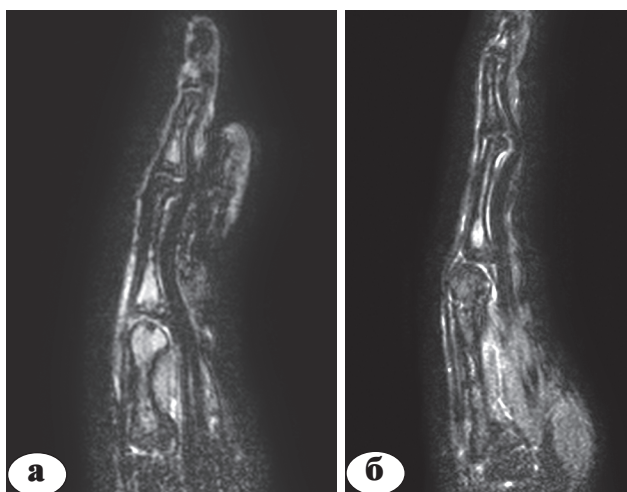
Срез компьютерной томограммы кисти пациентки с брахиметакарпией на уровне укороченной III пястной кости: а – до лечения; определяется диастаз между суставными поверхностями пястной кисти и фаланг; б – после лечения; определяется децентрация пястно-фалангового сустава, снижение высоты его суставной щели и отсутствие суставной щели межфаланговых суставов; сгибание в пястно-фаланговом и дистальном межфаланговом суставах и переразгибание в проксимальном межфаланговом суставе (симптом «лебединой шеи»)
